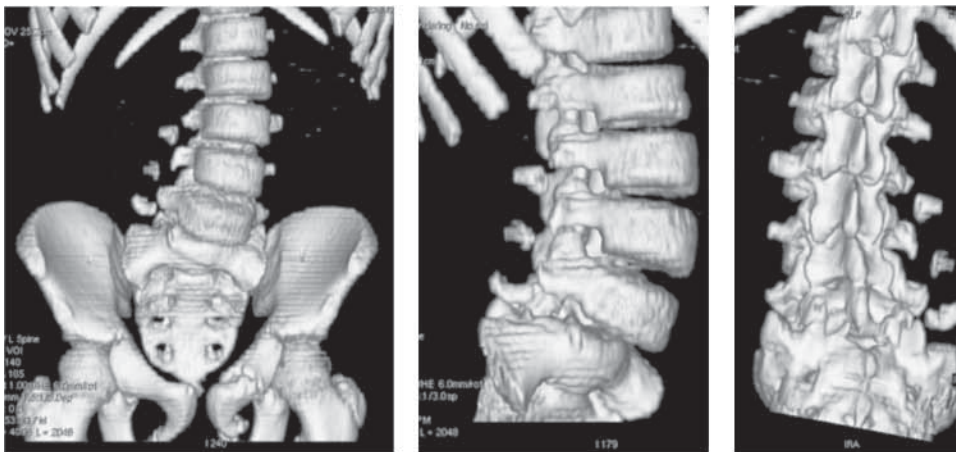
Tomografía computada de reconstrucción con espondilolistesis L5-S1.
